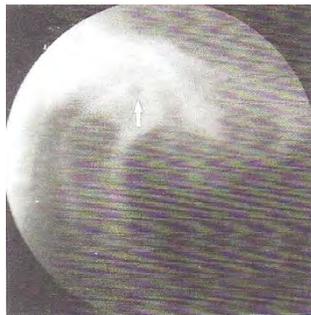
Tomografía de una ATM derecha con remodelado. En el techo del cóndilo se observa un quiste subcondral (flecha). El paciente no tenía síntomas.¹³⁴
